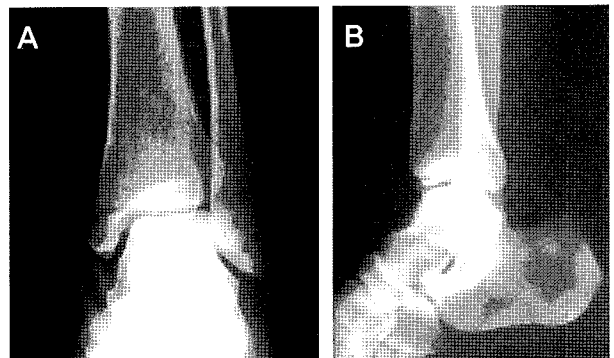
52-year-old female, bimalleolar Fx. The initial radiographs for Lauge-Hansen Type pronation-external rotation.
